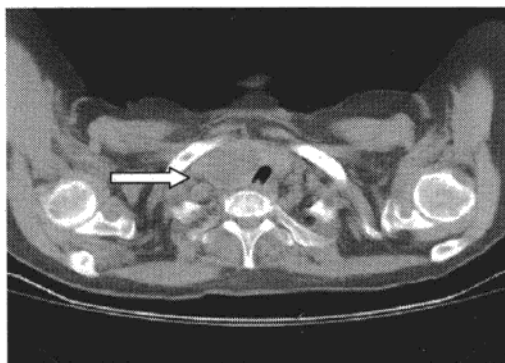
CT横断面显示胸内甲状腺囊肿（白箭示）。
